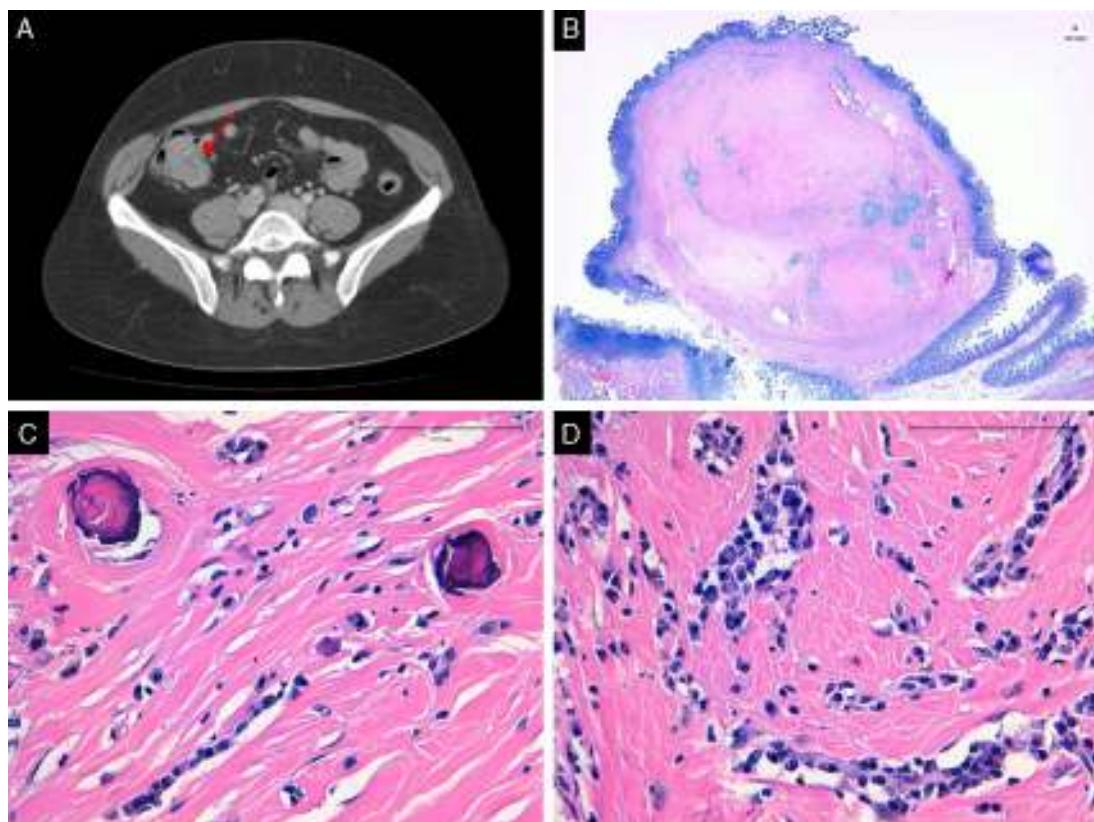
A) Imagen de la TAC de abdomen en la que se observa lesión ileal con calcificaciones. B) Tumor bien delimitado situado en la submucosa. C) La neoplasia muestra calcificaciones tipo psammoma (HE 40X). D) Se observa estroma colágeno denso e infiltrado inflamatorio linfoplasmacitario (HE 40X).
